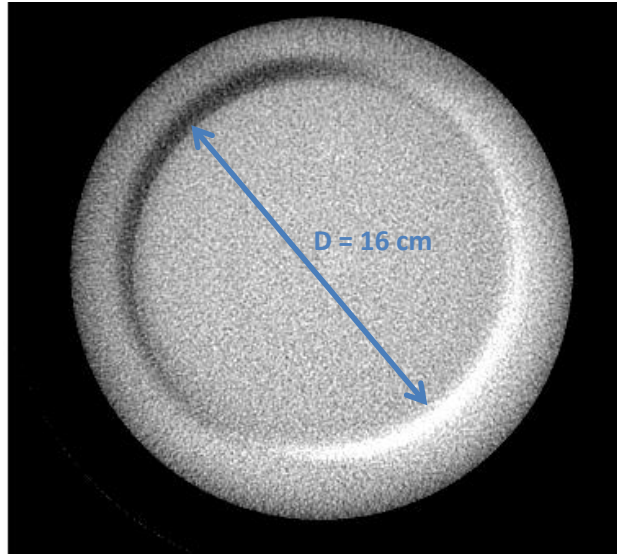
Représentation de l'artéfact en croissant sur une coupe transverse d'image CBCT
